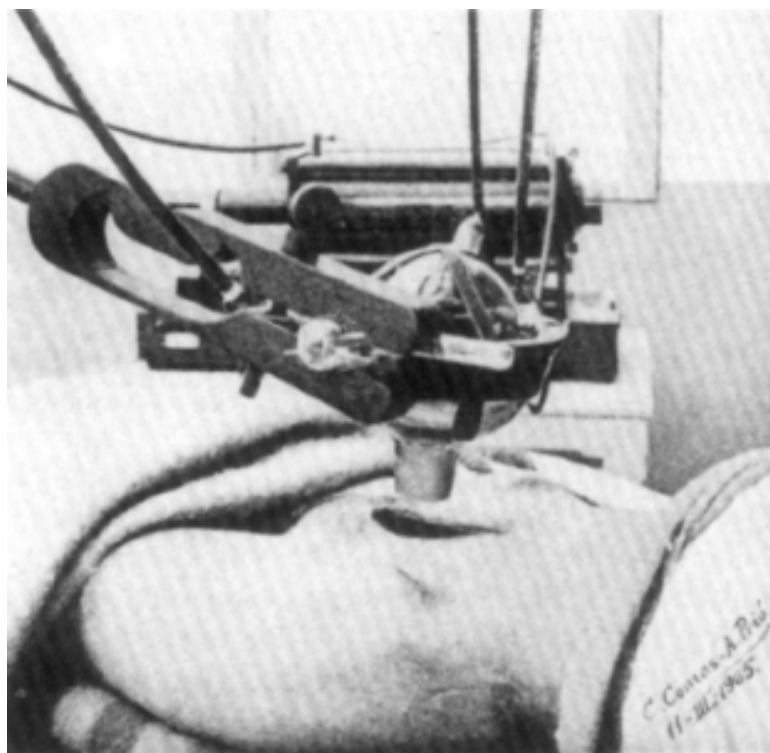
Documento fotográfico de un caso clínico durante un tratamiento roentgen. Nótese en la esquina inferior derecha de la figura la fecha en que se hizo este tratamiento: 11 de marzo de 1905. Dres. Comas y Prió.
